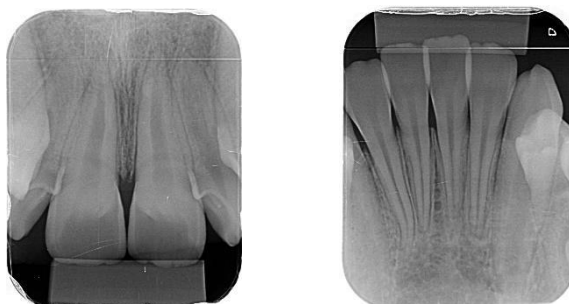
RADIOGRAFIAS PERIAPICAIS DOS INCISIVOS
